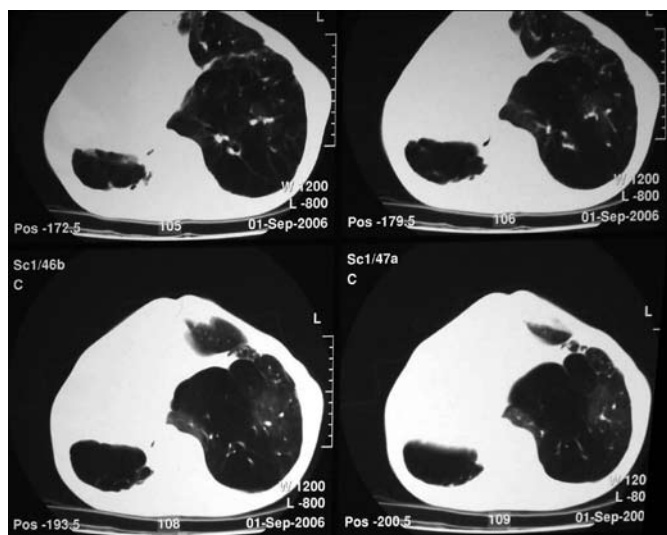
Tomografia de Tórax: Pulmão Esquerdo Vicariante e Atelectasia no Lobo Superior Direito.
